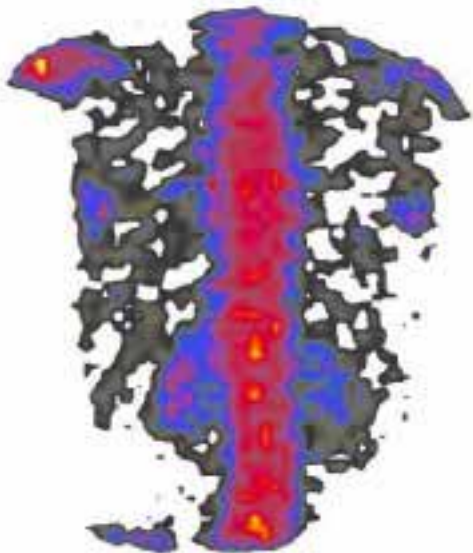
Статична реносцинтиграма при дослідженні з ^{99m}Tc -фосфатами
